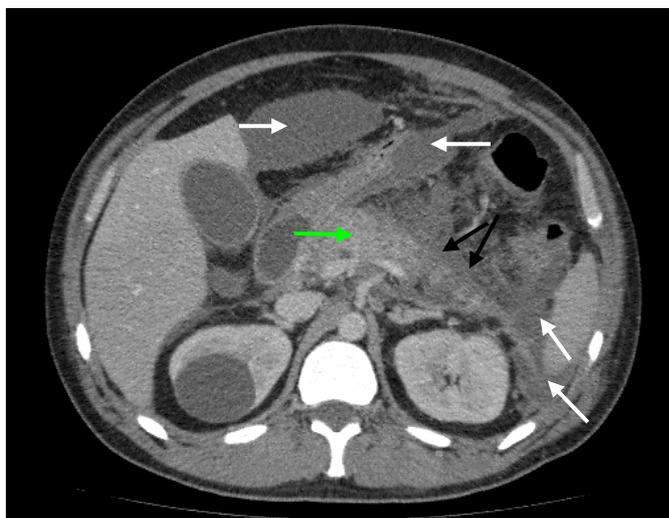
Компьютерная томограмма, венозная фаза, аксиальная проекция. Нарушение контрастирования тела и хвоста ПЖ с наличием неконтрастируемых участков глубоко в паренхиме ПЖ (черные стрелки). Контрастирование головки сохранено (зеленая стрелка). РПП, ОНС указаны белыми стрелками
